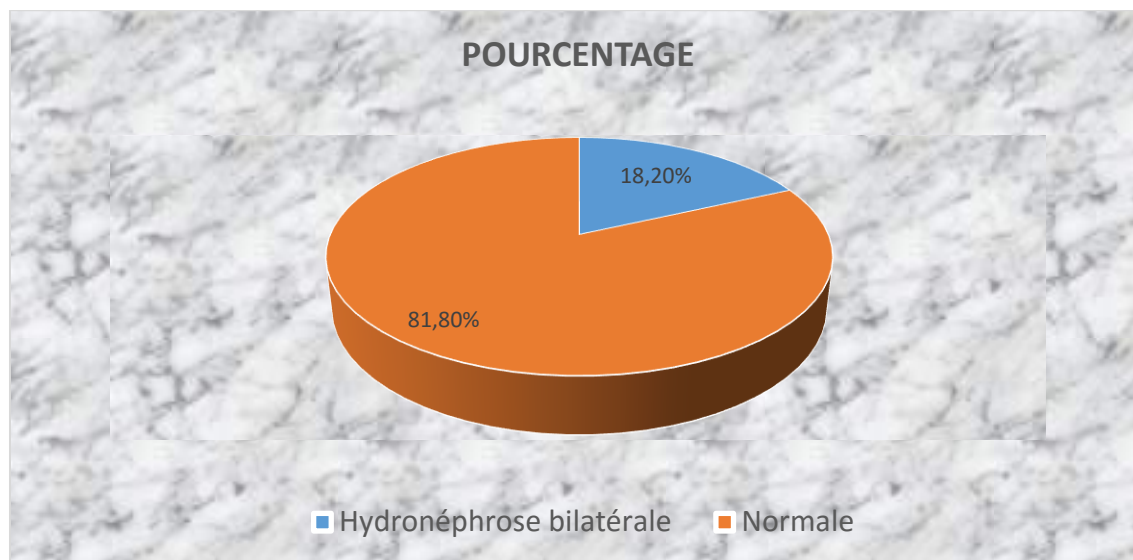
Répartition des patients selon le résultat de l'échographie rénale
